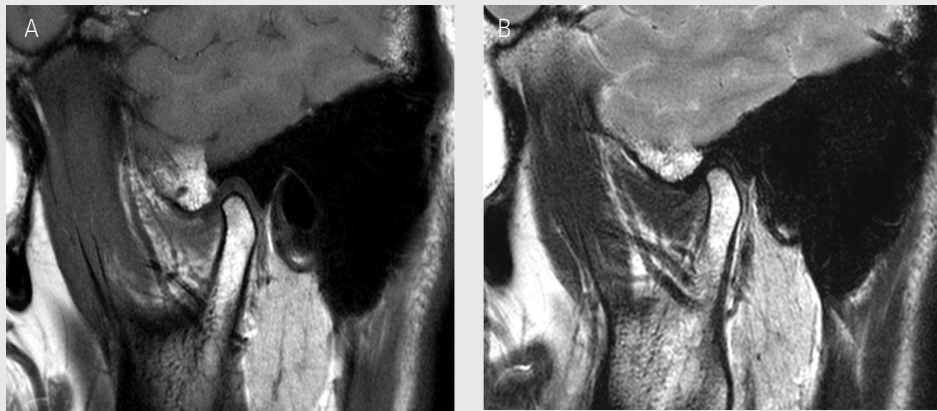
A representative image of a normal temporomandibular joint observed on MRI. A. T1-weighted MRI image of a normal temporomandibular joint with the articular disc placed between the mandibular condyle and the fossa B. T2-weighted MRI image of the same patient.
